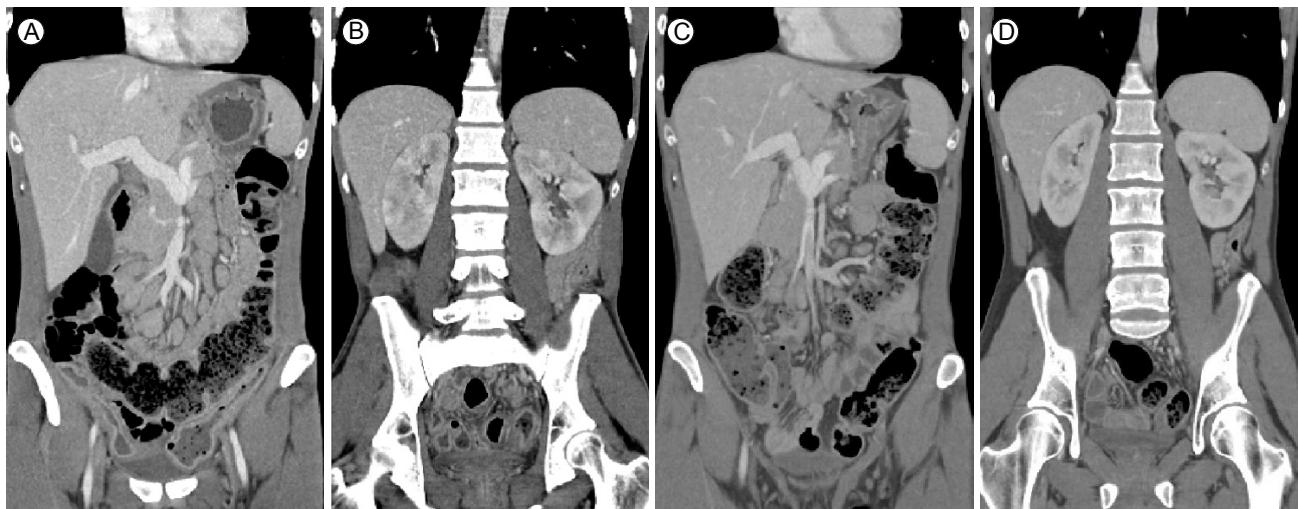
(A) Computed tomography showed diffuse edematous wall thickening of the stomach. Multiple small lymph nodes in the mesentery were noted. (B) There were multifocal wedge-shaped low attenuation lesions in both kidneys. (C) At 2 months later, although the diffuse edematous wall thickening of the stomach had not changed markedly, the multiple homogeneous enhancing lymph nodes in the mesentery showed slight decreases in size. (D) Multifocal wedge-shaped low attenuation lesions in both kidneys were much improved.
